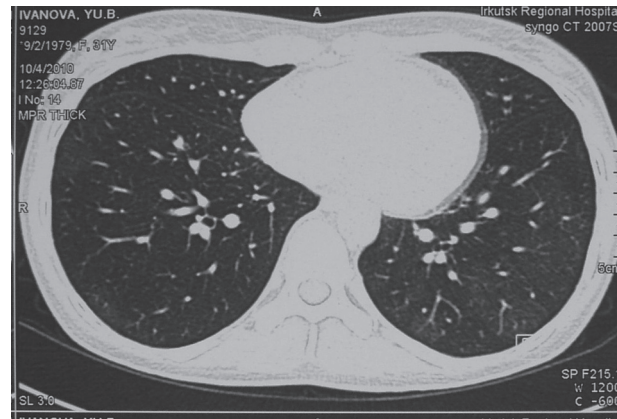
Компьютерная томография легких больной И. при выписке из пульмонологического отделения.
